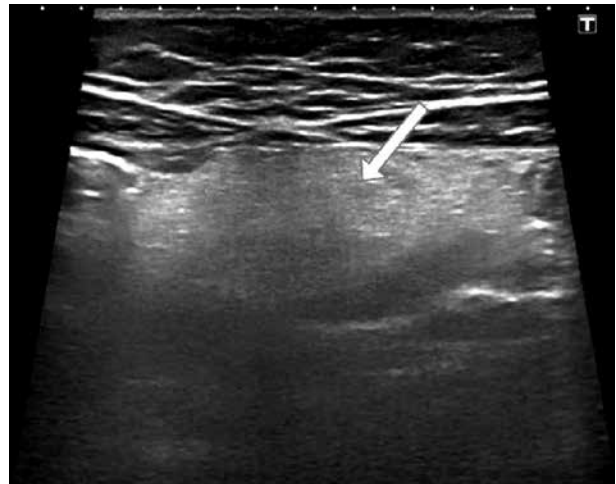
Ecografía abdominal: área hiperecogénica de morfología ovoidea, ligeramente heterogénea, localizada medial al ciego y próxima a la pared abdominal anterior típica de infarto omental.
